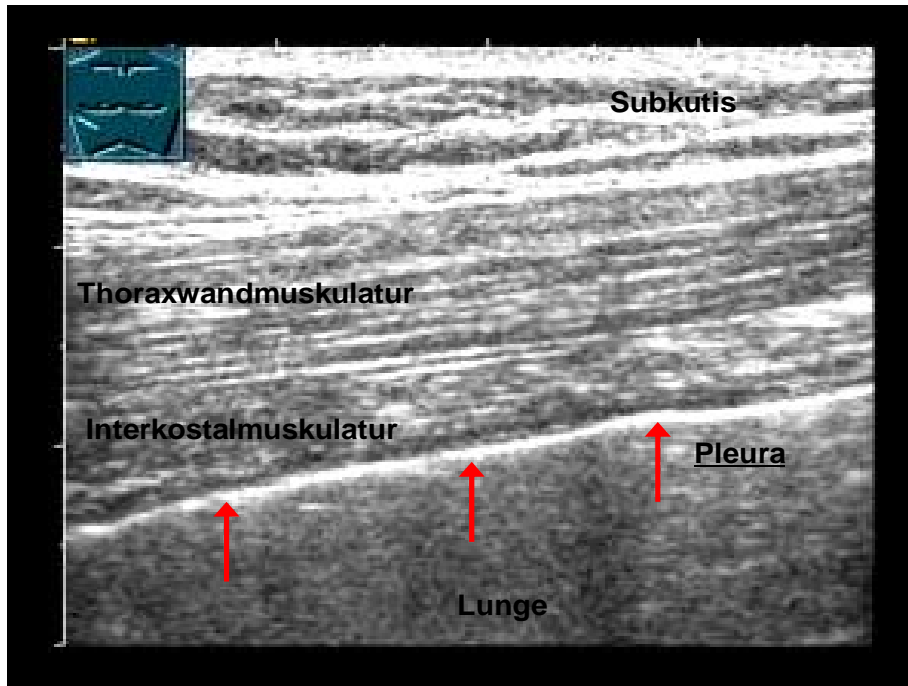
c. – Sonographischer Normalbefund der Thoraxwand und der Pleura im transkutanen Strahlengang bei rippenparalleler Einstrahlung und gesunder, ventiliertem Lunge.
